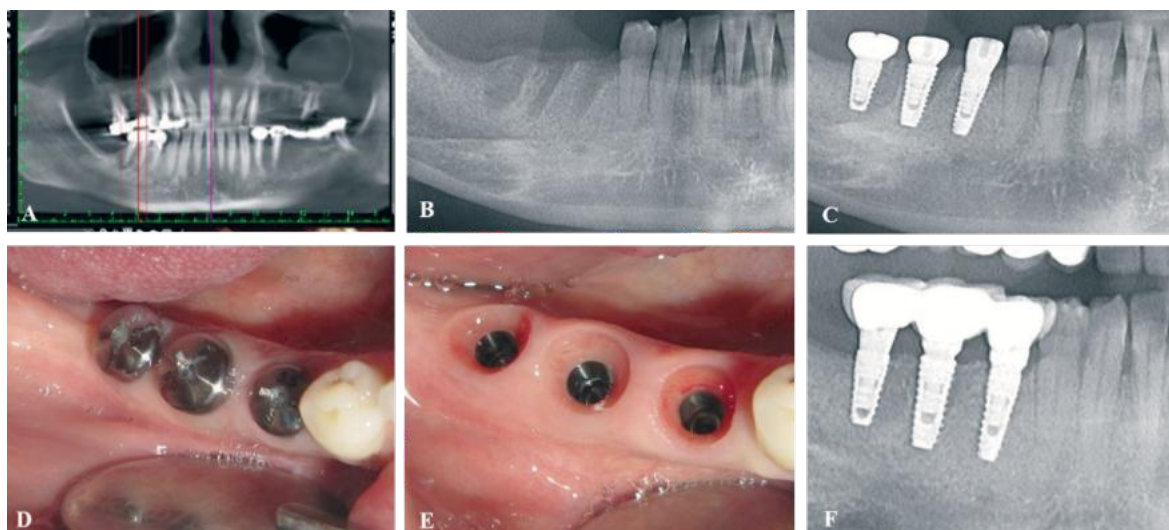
Etapele implantării timpurii întârziată (tip III). (A) – examinare paraclinică prin tomografie computerizată cu fascicul conic preextrațional, (B) – aspect radiologic la 12 săptămâni postextrațional (C) – aspect radiologic după inserarea implanturilor, (D) – aspect clinic în cavitatea bucală cu prezența capelor de vindecare, (E) – aspect clinic în cavitatea bucală cu evidențierea spațiului biologic periimplantar, (F) – aspect radiologic după etapa de reabilitare protetică.
